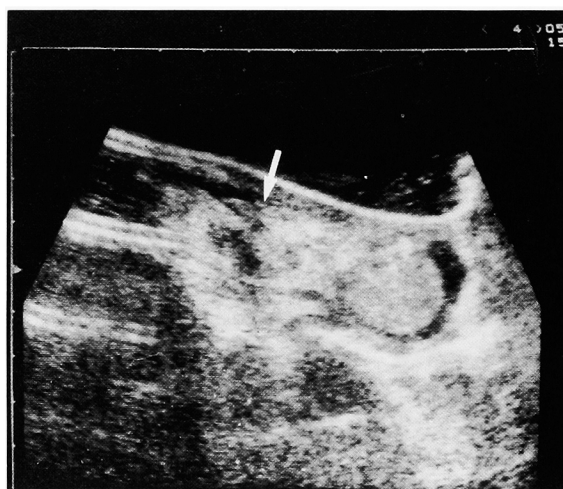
An ultrasonogram revealed a tumor 2 cm in diameter (arrow) with a mixed pattern in the left scrotum.
